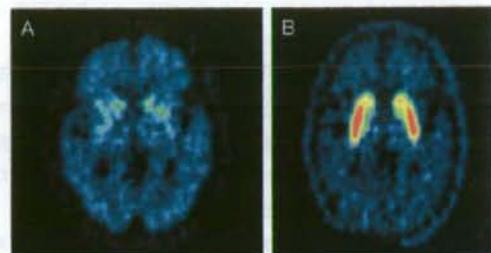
Dopamine機能のPET (74歳時)
